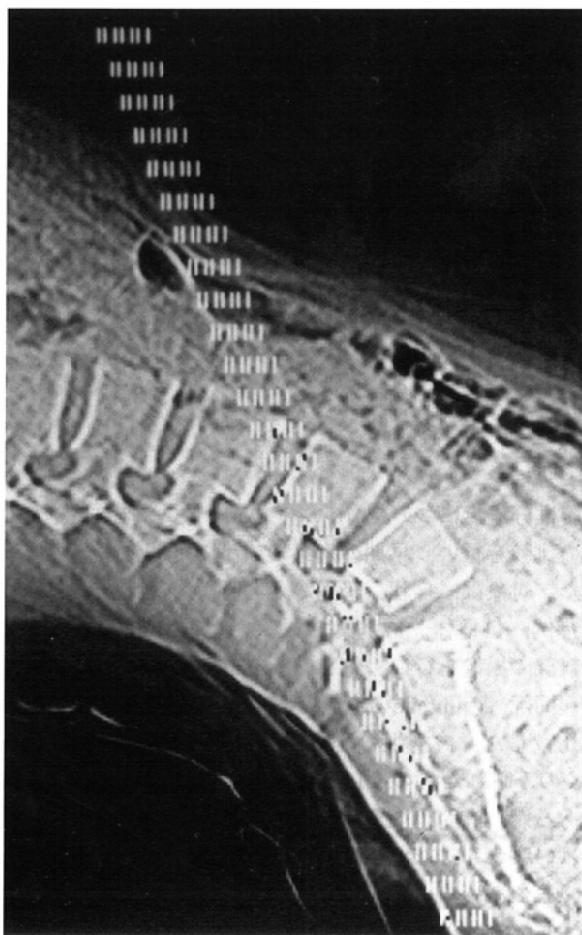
CT scanogram showing the scan plane for the reverse gantry angle technique.
